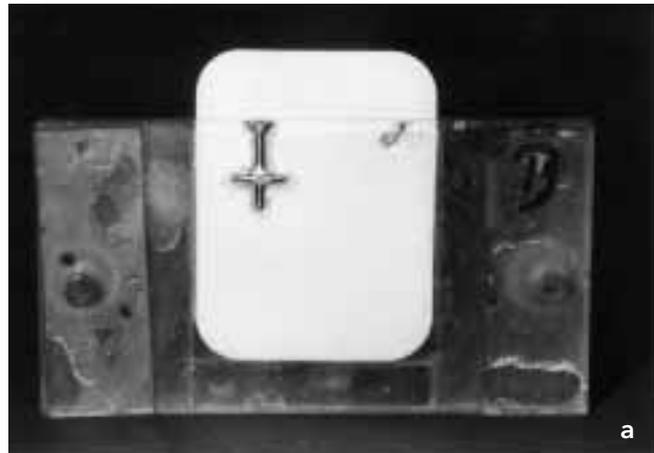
a) Halterung für den Röntgenfilm mit eingearbeiteten Referenzobjekten zur exakten Überlagerung der einzelnen Röntgenaufnahmen. Die Halterung wird zur Anfertigung der Röntgenaufnahmen anstelle einer seitlichen Wand des Muffelblocks montiert b) Zur Anfertigung von Röntgenaufnahmen werden die seitlichen Wände des Muffelblocks entfernt. Der Röntgentubus wird über eine Justiervorrichtung an der Vorderseite des Muffelmittelteils befestigt. Über eine Steckpassung wird der Filmhalter mit eingelegtem Röntgenfilm an der Rückseite angebracht.
